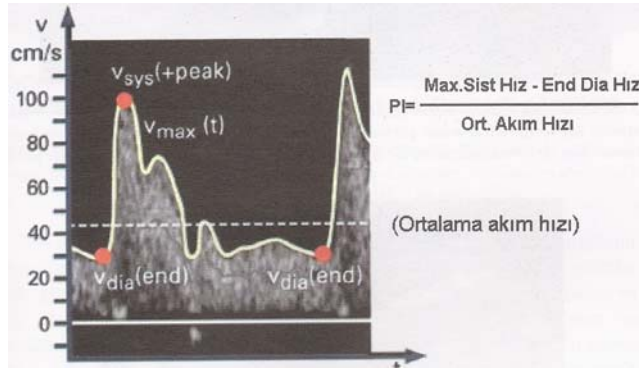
a: Doppler şifinin spektral analizi. Oyar O'dan (27) alınmıştır.
